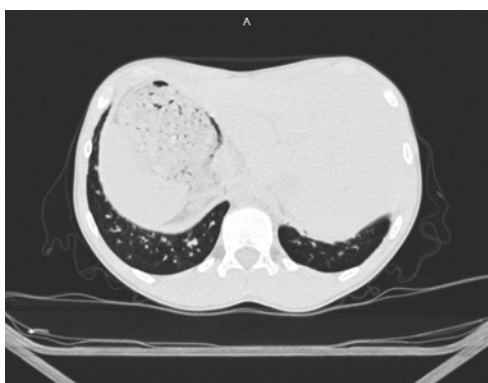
CT abdominal - *situs inversus* - localizarea ficatului la nivelul hipocondrului stâng
